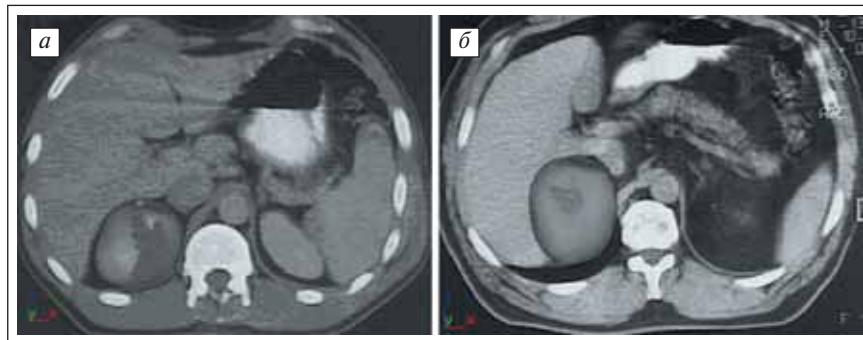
Однородное жидкостное образование правого надпочечника с ровными контурами (компьютерная томография — КТ)
